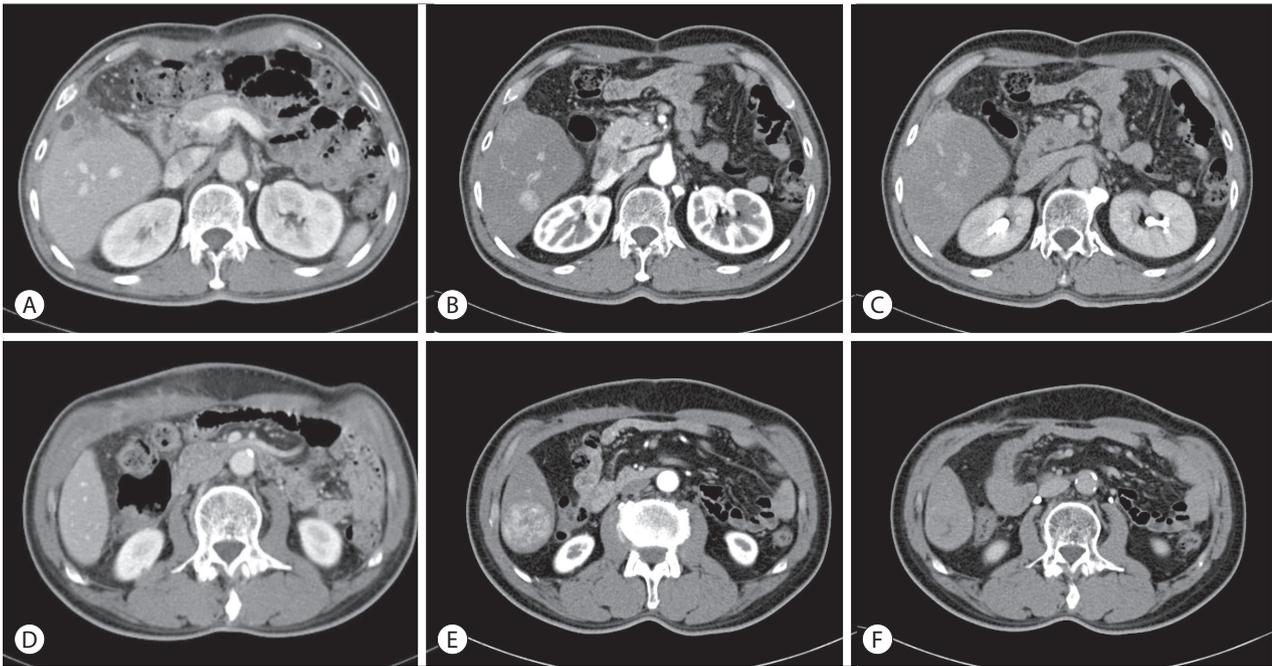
Follow-up dynamic computed tomography findings after surgical resection. On arterial phase images 1 month after resection, there was no tumor (A, D). However, two nodular lesions with enhancement in the (B, E) arterial and washout in the (C, F) delayed phases at segment 6 were newly developed 4 months after resection.
